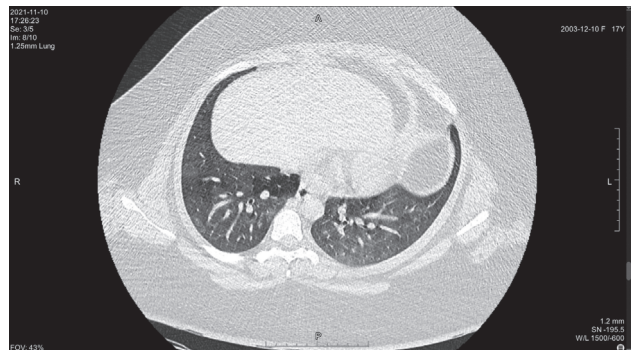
Томограмма легких на уровне ThV
